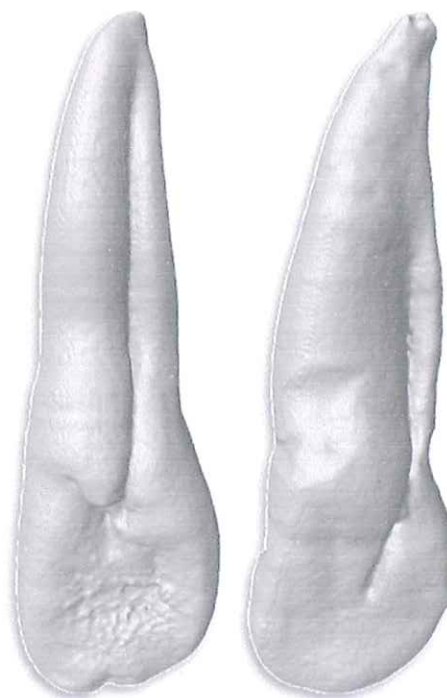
Surco Palato-Gingival (Fuente: The Root Canal Anatomy Project: A micro-CT Study guide)¹⁴
